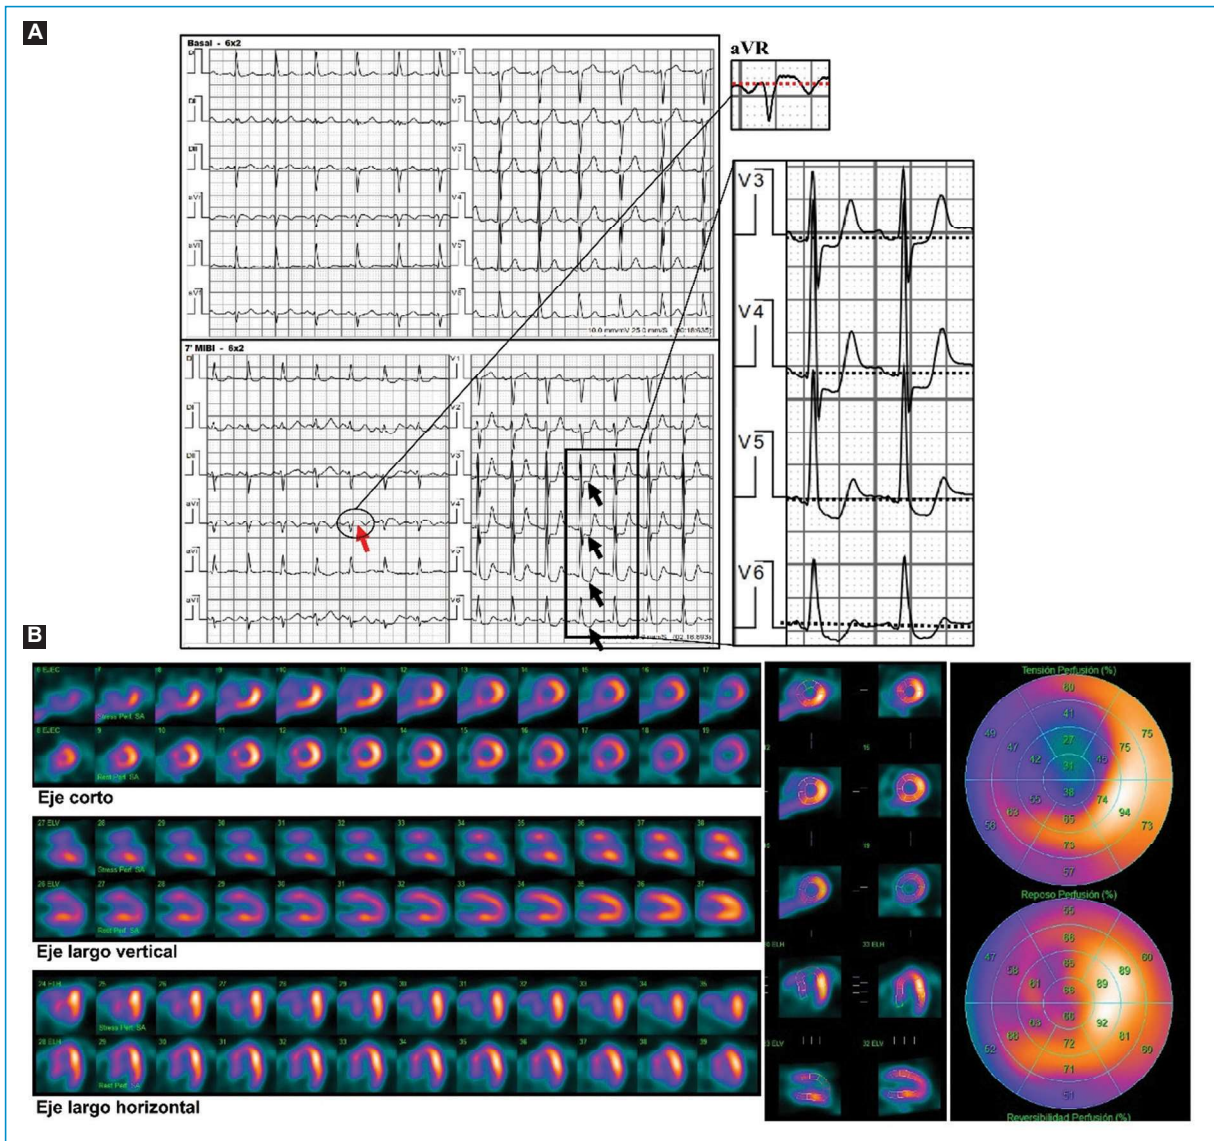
Hallazgos funcionales observados tras iniciar la quimioterapia. A: test de provocación de isquemia sensibilizado con vasodilatadores (0,56 mg/kg de dipiridamol). Durante la inyección de Tc99m-MIBI se observó infradesnivel-ST horizontal en V3-V6, máximo en V4 donde alcanza 2 mm (flechas negras), acompañado de supradesnivel-ST de 1 mm en aVR (flecha roja). El paciente refirió angor tras la infusión del dipiridamol, que persistió hasta 7 minutos luego de la administración de aminofilina y cedió con dinitrato de isosorbida sublingual. B: las imágenes del centellograma de perfusión miocárdica por SPECT gatillado muestran defectos de perfusión reversibles en ápex, regiones anterior y anteroseptal, con extensión parcial a la región inferoseptal, compatibles con isquemia grave y extensa inducida por el estrés farmacológico con dipiridamol. En el posestrés se comprobó caída significativa de la FEVI (62 a 31%) e hipocinesia global de predominio anterior.
